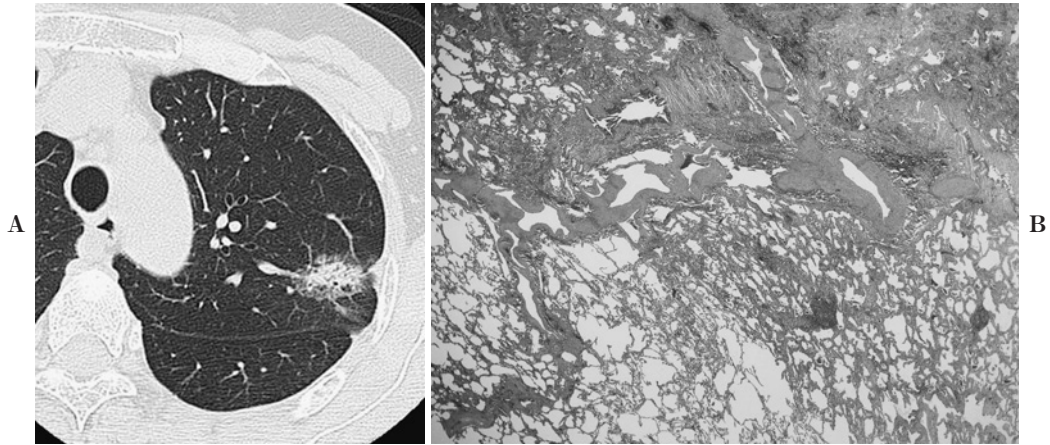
A. A chest HRCT image shows a lung nodule with peripheral GGO in the left S1+2c segment. B. The nodule was pathologically diagnosed as adenocarcinoma with mixed subtypes. BAC components were found in the periphery of the tumor.
